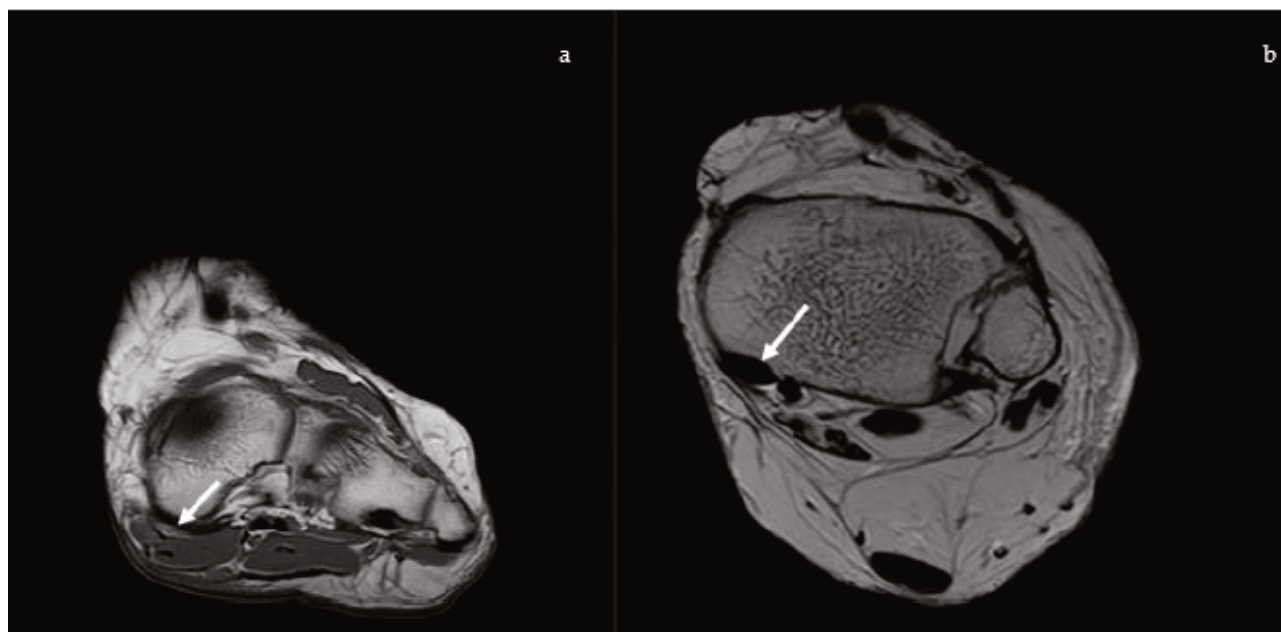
Ressonância magnética. (a) Imagem coronal ponderada em T1: envolvimento dos tecidos moles do tendão tibial posterior. (b) Imagem axial ponderada em T2: fibras superomediais do ligamento calcaneonavicular plantar (spring ligament) (seta branca).
